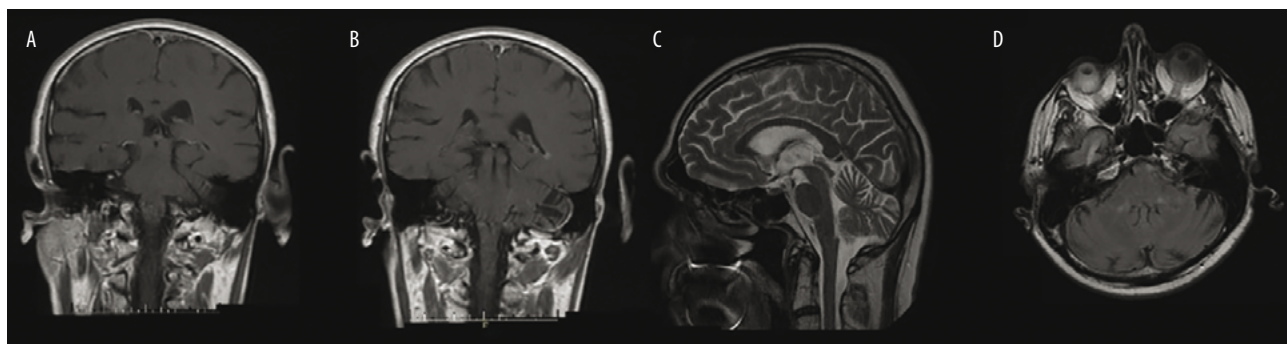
A–D. Badanie MRI głowy po 2 miesiącach i włączeniu GKS: obrazy T1-zależne po wzmocnieniu kontrastowym w projekcji czołowej (A i B), obraz T2-zależny TRF w projekcji strzałkowej (C), obraz T2-zależny FLAIR w projekcji osiowej (D). Regresja opisywanych wcześniej zmian
